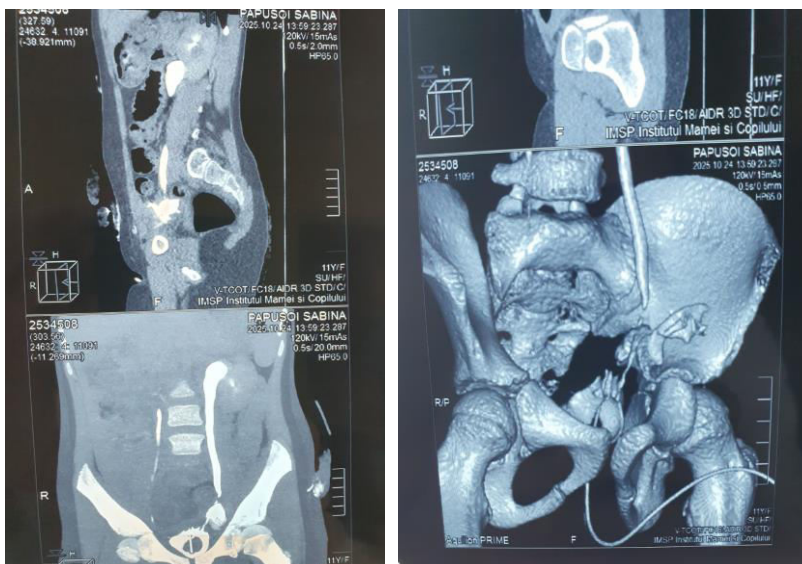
Tomografia computerizată. Extravazarea substanței de contrast în afara ureterului pe stânga. Un sector limitat ce comunica cu vezica urinară
